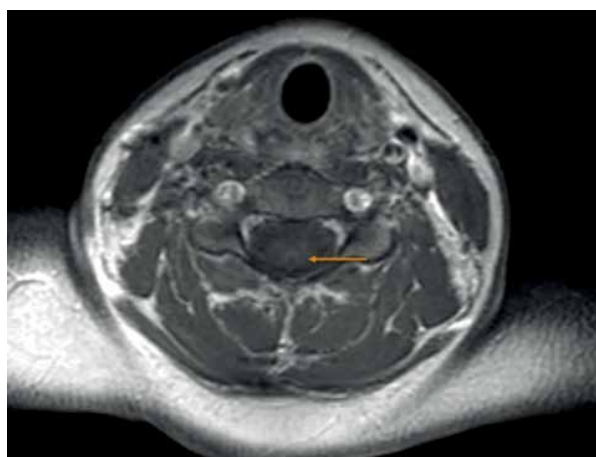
T1-режим магнитно-резонансной томографии, аксиальный срез шейного отдела спинного мозга: участок повышенного накопления контрастного препарата в области задних канатиков
